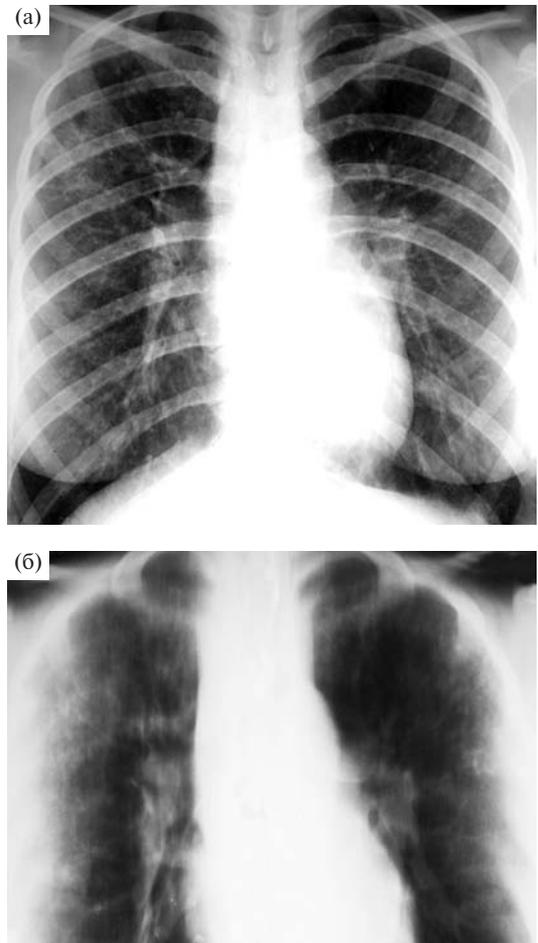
Обзорная рентгенограмма грудной клетки в прямой проекции (а) и томограмма легких (слой 8 см) (б).
